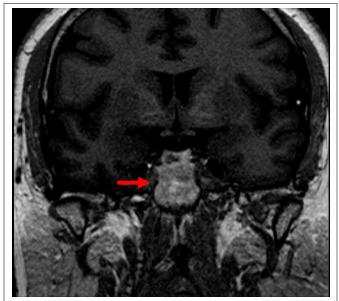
Resonancia Magnética Cerebral. Secuencia T1. La flecha roja indica la ubicación del microadenoma hipofisiario de 6 mm en adenohipófisis.
